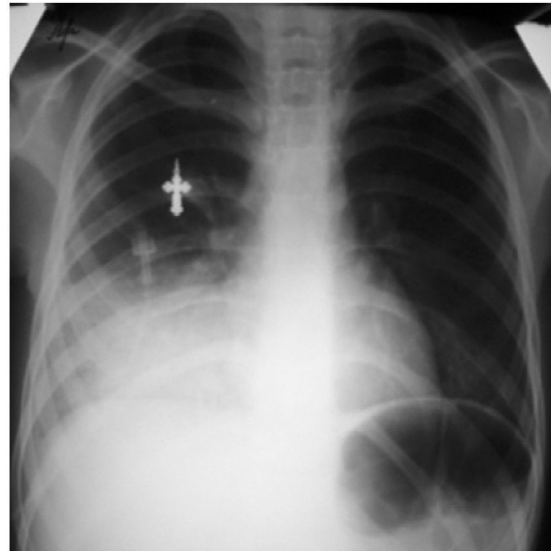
Рентгенограмма легких
